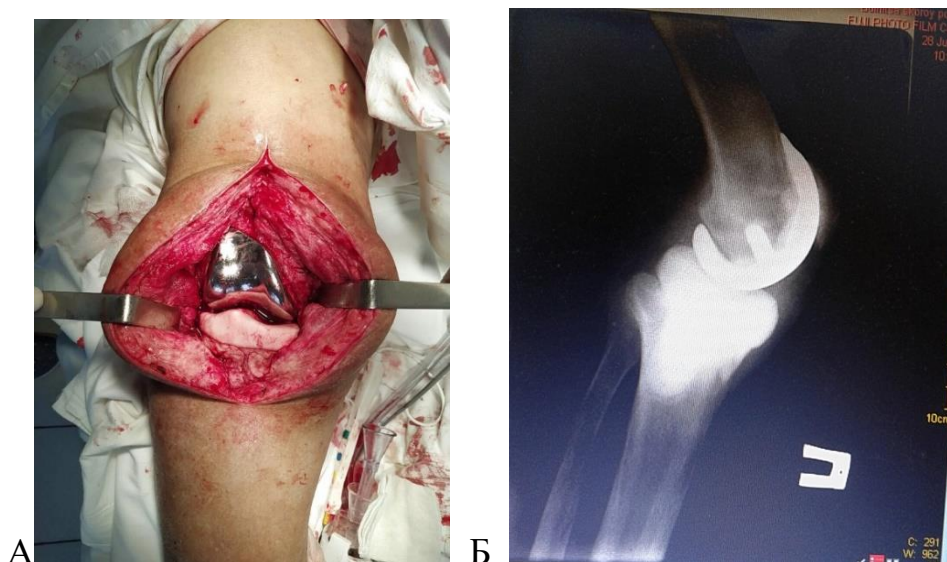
Этапы лечения пациентки М., 64 лет: А - интраоперационное фото (установлен тибияльный компонент артикулирующего спейсера); Б – рентгенограмма правого коленного сустава в боковой проекции после имплантации спейсера
